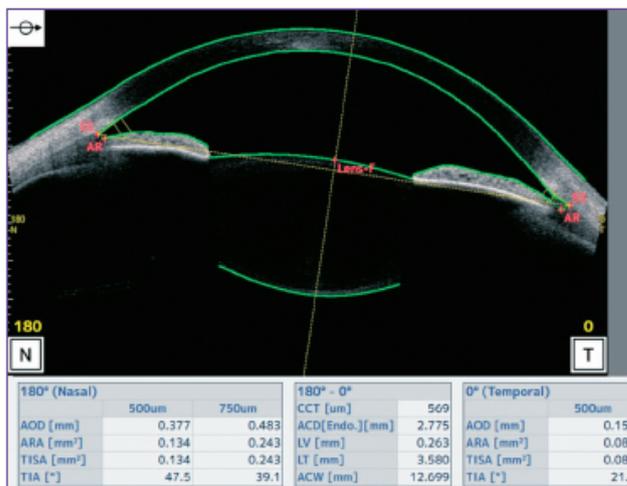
Графическая визуализация измерений хрусталика и передней камеры глаза с применением прибора оптической томографии CASIA2
